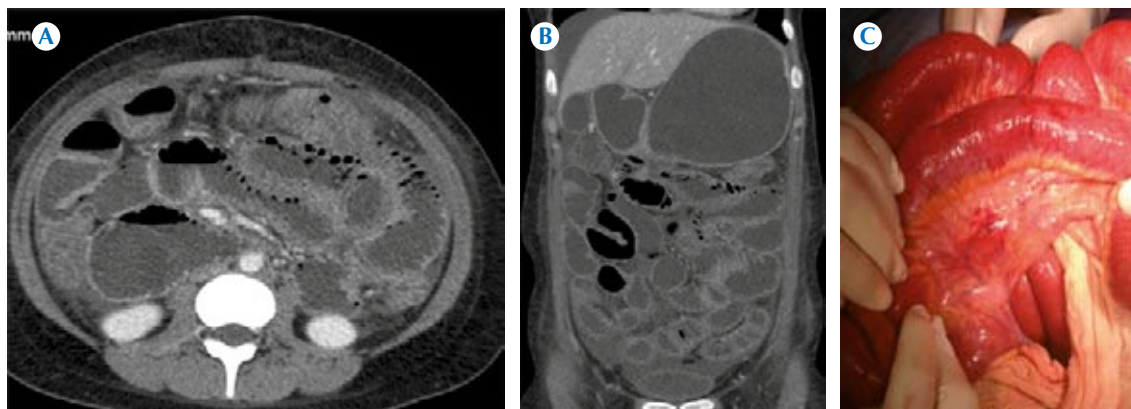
A-B) Caso número 7, mujer de 26 años, estatus posoperatorio por hernia interna, en malas condiciones generales a la que se le realizó estudio por síndrome doloroso abdominal agudo; se efectuó tomografía en fase venosa, imagen axial con los hallazgos secundarios a isquemia mesentérica aguda: distensión de asas del intestino delgado por líquido, ascitis y pneumatosis intestinal, sobre todo en el yeyuno proximal y patrón heterogéneo de reforzamiento de la pared intestinal. C) Correlación quirúrgica que muestra los cambios de coloración rojiza de las asas al compararlas con otros segmentos y con la grasa de la raíz mesentérica.
